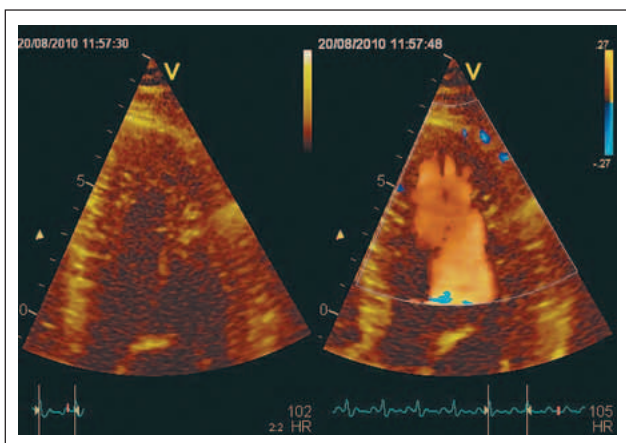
Im Farbdoppler (rechtes Bild) lässt sich im die Kommunikation der Recessus mit dem linksventrikulären Cavum nachweisen.
